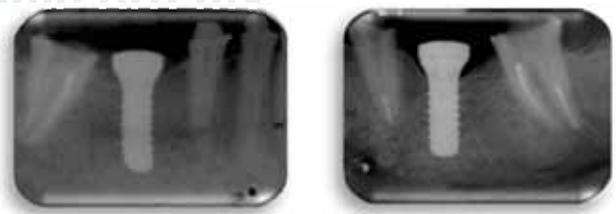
Radiografías dentoalveolares de implantes colocados en zona de dientes 36 y 46 (Straumann® SP WN Ø4.8 12 mm).
